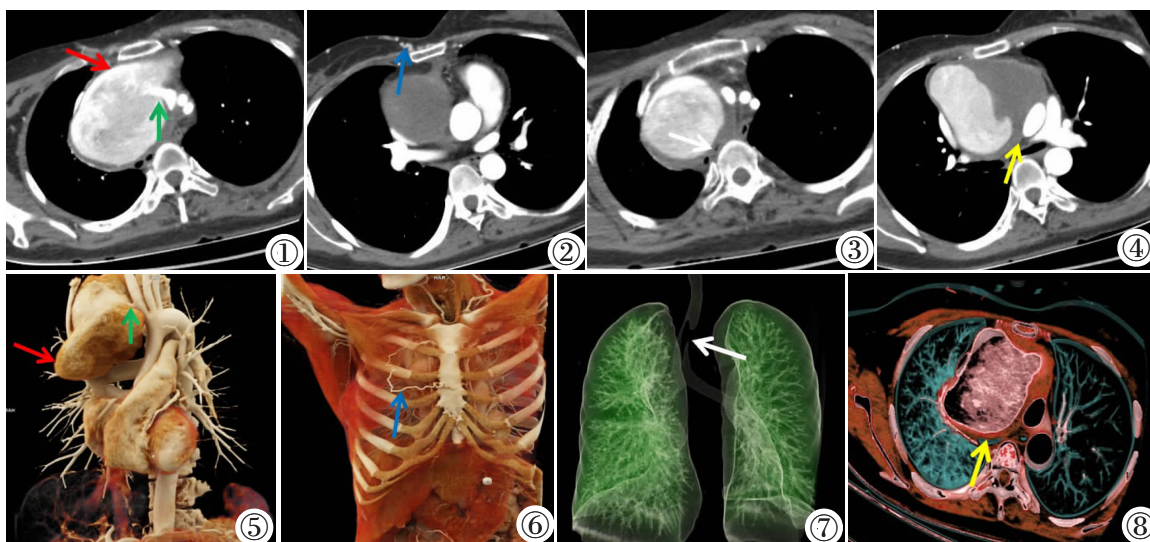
女,36 岁,白塞病合并头臂干假性动脉瘤。CT 血管造影横断位图像与容积再现图像可清晰显示瘤腔内情况及与邻近血管、器官之间的关系。头臂干假性动脉瘤(红色箭头;图 1,5),头臂干起始处可见破口影(绿色箭头;图 1,5),以远瘤腔大,形态不规则。上腔静脉受压,胸壁静脉扩张迂曲(蓝色箭头;图 2,6)。瘤腔压迫气管,右侧支气管受压变窄(白色箭头;图 3,7)。瘤腔强化较慢,周围可见低密度影环绕,提示假性动脉瘤瘤腔内血栓形成(黄色箭头;图 4,8)。
